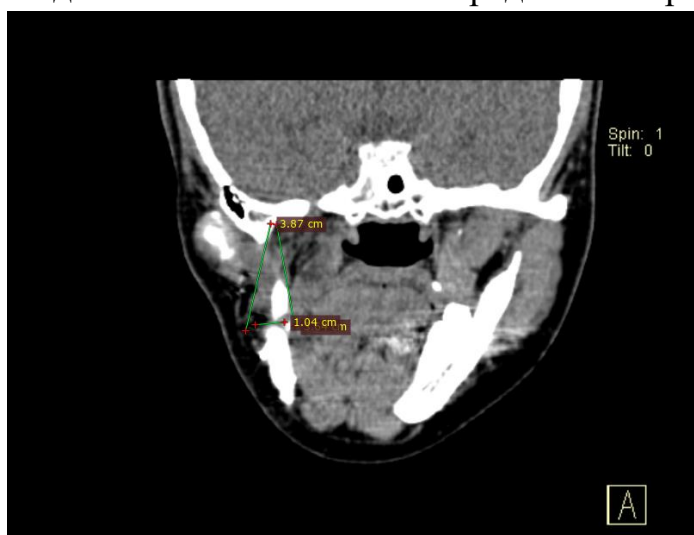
Определение размеров имплантата на МСКТ – срезах.
